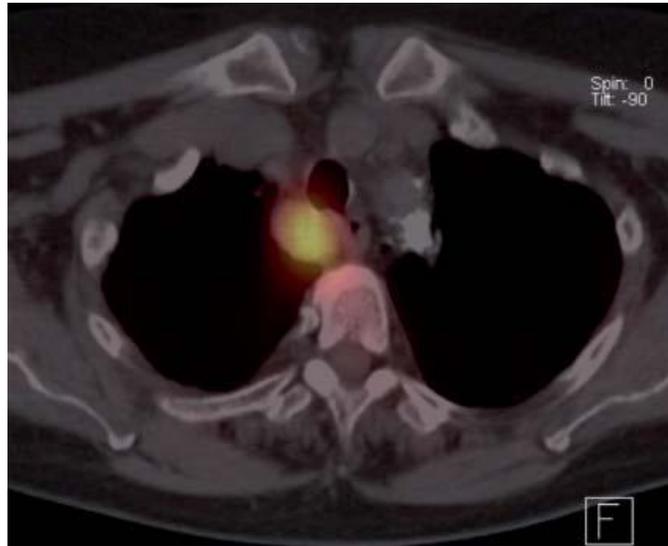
SPECT – CT con Tc 99m Sestamibi indica la localización de un adenoma paratiroideo en el mediastino³²
